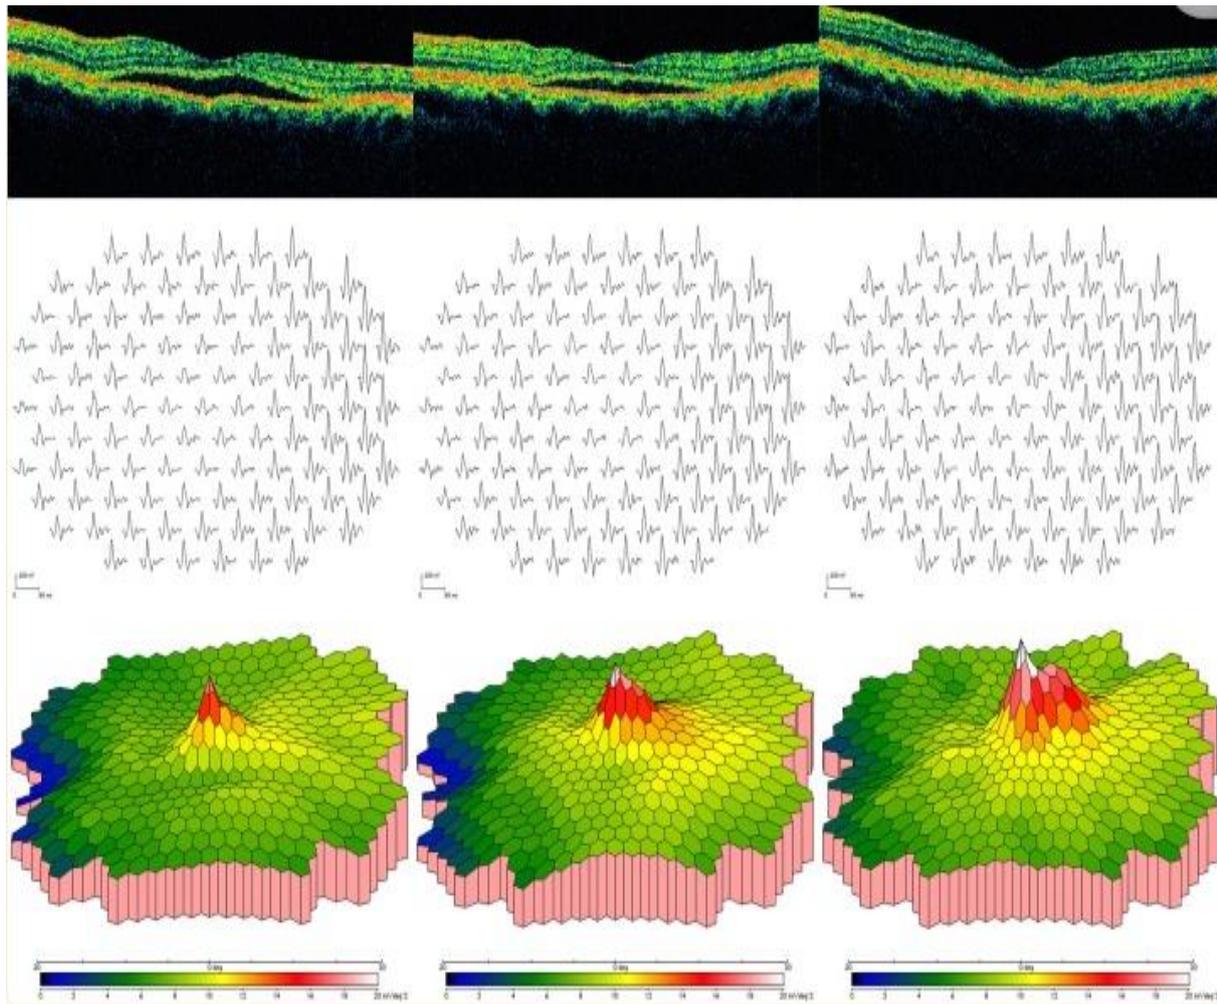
Modifications en série de la tomographie par cohérence optique (OCT), de l'électrorétinographie multifocale (mfERG) et du tracé scalaire tridimensionnel mfERG de l'œil gauche d'un patient atteint de chorioretinopathie séreuse centrale avant et après la thérapie photodynamique à demi-dose de vertéporfine (PDT). « 1 mois après le traitement par PDT, l'OCT a montré une résolution complète du liquide sous-rétinien (en haut) ; le mfERG et le tracé scalaire tridimensionnel de mfERG ont montré d'autres améliorations des réponses rétinienne centrales compatibles avec l'amélioration fonctionnelle rétinienne objective (milieu et bas) ».
